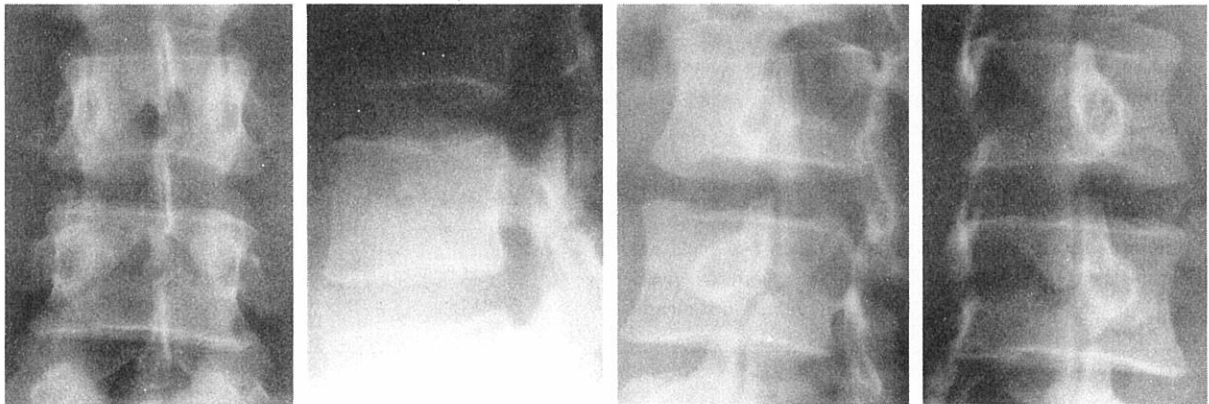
Antero-posterior, lateral, and oblique lumbar spine roentgenograms of 2 November 1967 showing the old right-side isthmic defect and a new left-side defect at this level. Minimal anterior displacement of the L-4 arch is seen on the lateral view.
